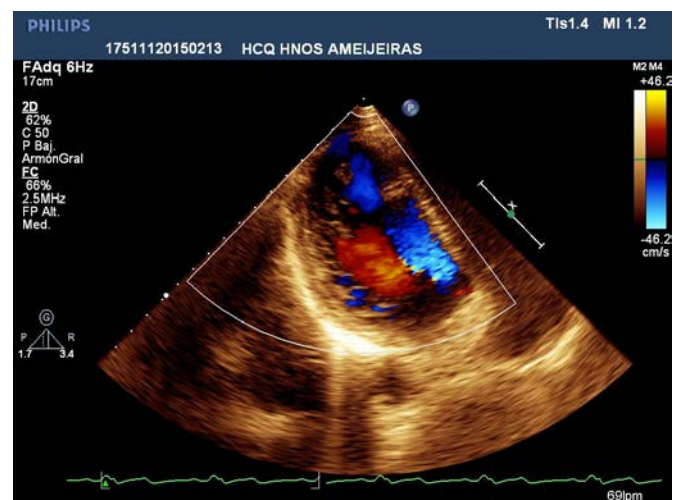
Trabéculas y recesos endocárdicos demostrados con Doppler color.
